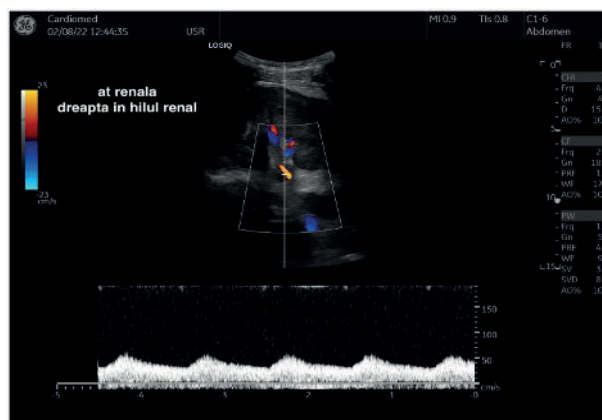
Ecografie Doppler arteră renală dreaptă cu aspect de tip „parvus et tardus” la nivelul hilului
